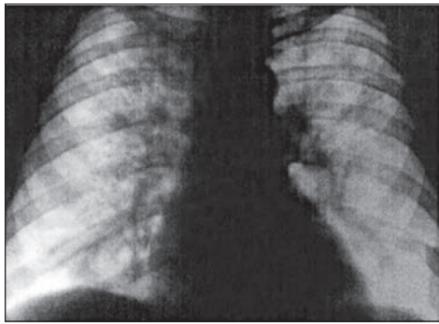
Рентгенограма органів грудної клітки хворого Ш.
